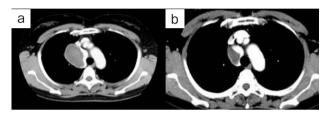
Contrast-enhanced chest CT findings. (a) A mass lesion with a major axis of 65 mm is seen in the right middle mediastinum. There were contrast filling defects in the azygos vein. (b) Following the start of anticoagulant treatment, both the aneurysm and the inside thrombus were reduced.
